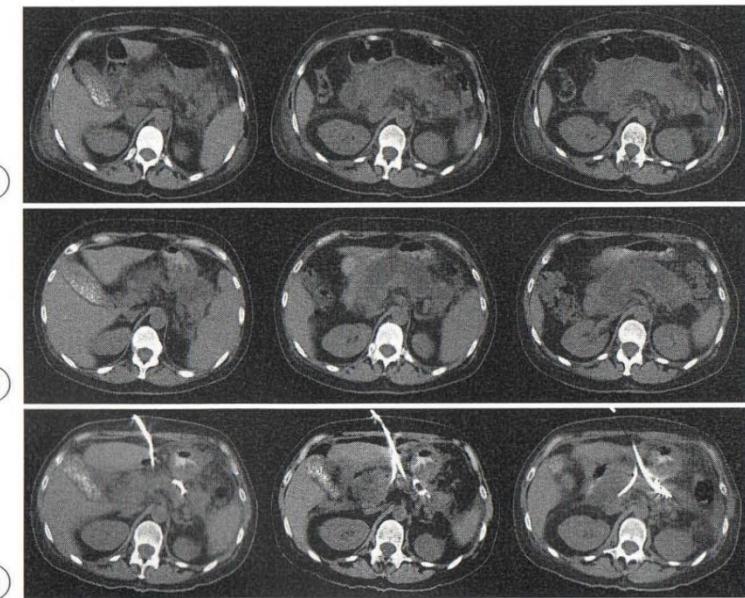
СКТ. Билиарный панкреонекроз с поражением всех отделов ПЖ и формированием абсцесса. а — при поступлении: инфильтрация и отек, участки некроза ПЖ (Balthazar C, КТ-индекс 7 баллов), б — перед дренированием: абсцесс ПЖ (Balthazar D, КТ-индекс 9 баллов), в — после дренирования под контролем УЗИ: уменьшение инфильтративных изменений ПЖ (Balthazar C, КТ-индекс 8 баллов).
